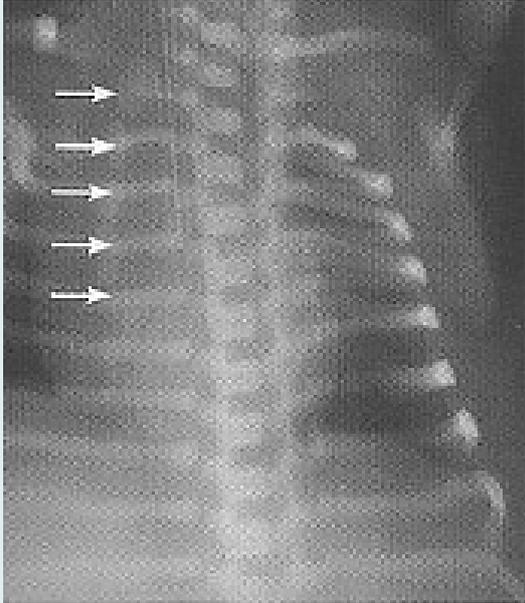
Radiografía centrada
